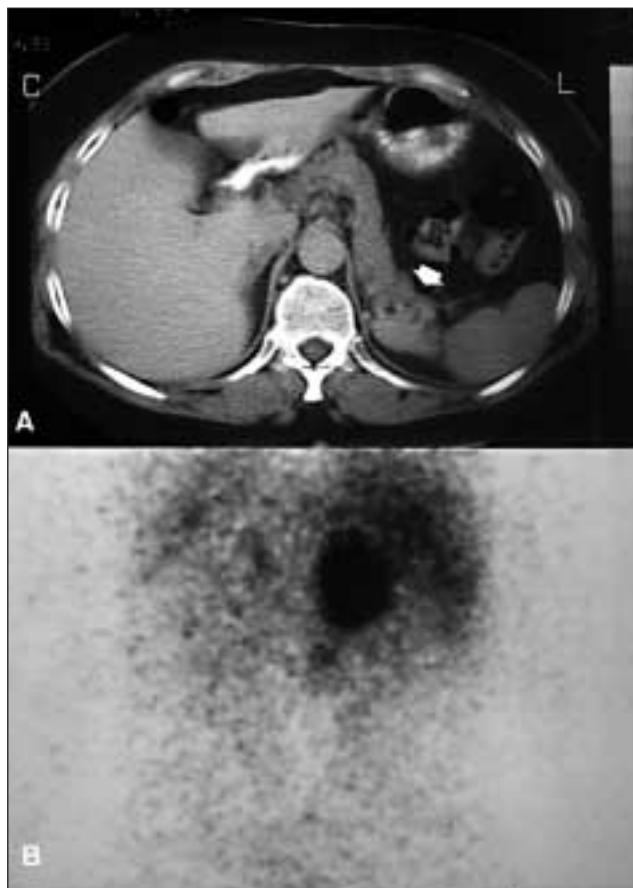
A) TAC abdominal: A nivel del área suprarrenal izquierda se visualiza una masa sólida de 5 cm de diámetro (flecha), de contornos lobulados y heterogénea y que corresponde a un feocromocitoma. B) Gammagrafía con metayodobenzilguanidina marcado con I^{131} : Hipercaptación a nivel suprarrenal izquierda por un feocromocitoma.
